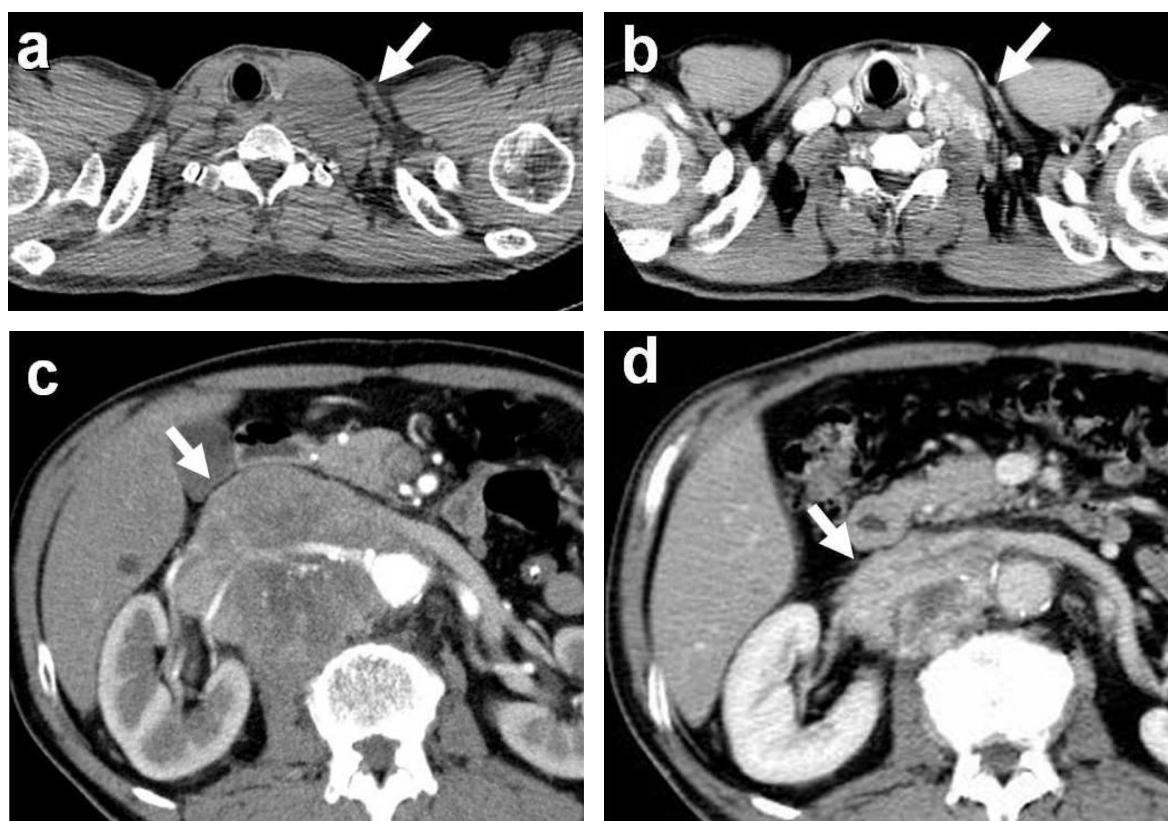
(a, c) CT scans revealed a left supraclavicular lymphadenopathy and a solid tumor in the right kidney hilar region before CVD therapy. (b, d) After 5 cycles of CVD therapy, tumors were reduced to one-third in size.
